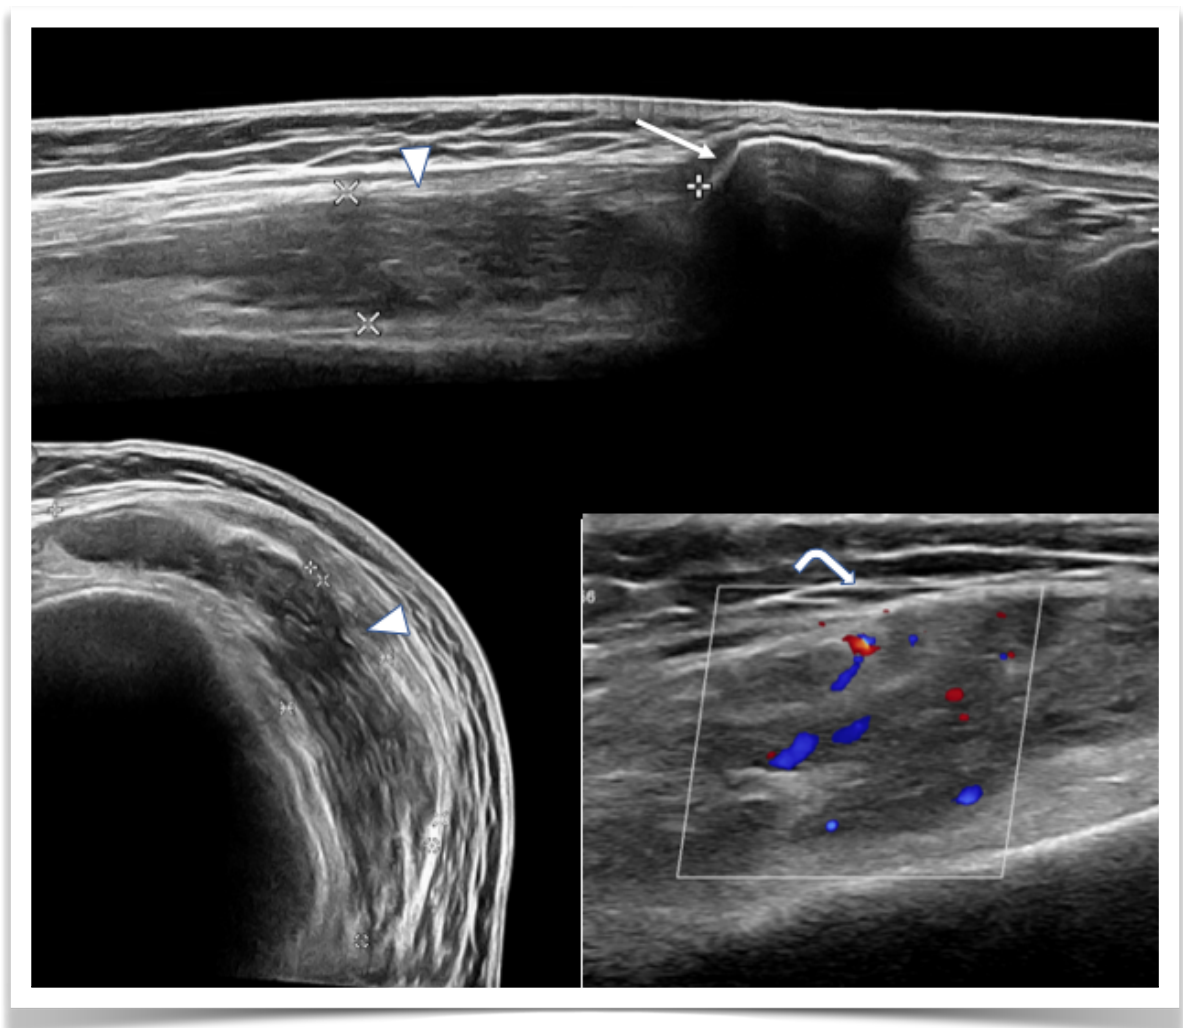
Ultrasonido que muestra masa hipocogénica en receso subcuadricepsal con vascularización al estudio con Doppler.
